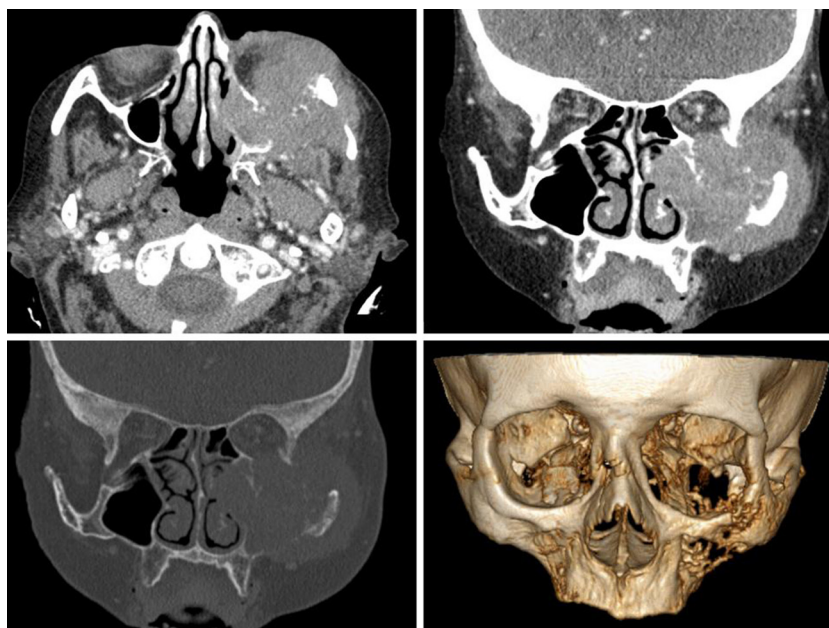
Masa a nivel de seno maxilar izquierdo en cortes de tomografía computarizada, con destrucción de hueso malar y arco cigomático.
